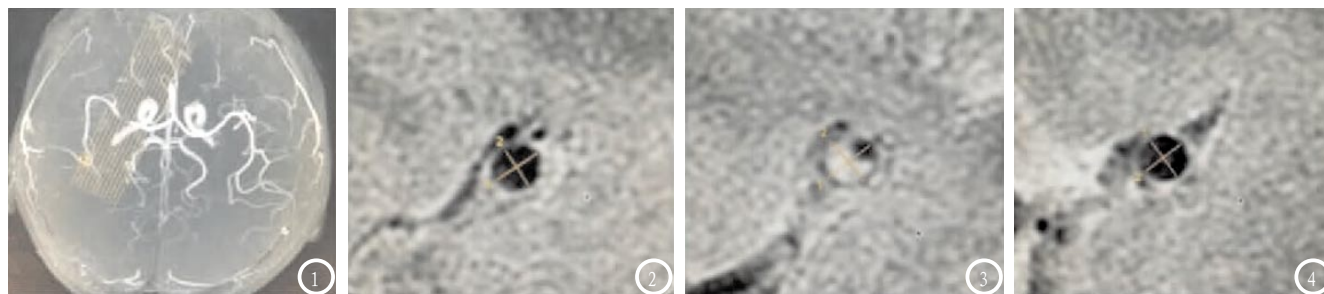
~4为HR-MRI对大脑中动脉硬化狭窄患者检查结果。图1为管壁成像定位像。图2为斑块近端正常血管截面面积长短径的测量；图3为斑块所在部位血管截面面积长短径测量。图4为分斑块远端正常血管截面面积长短径测量。
